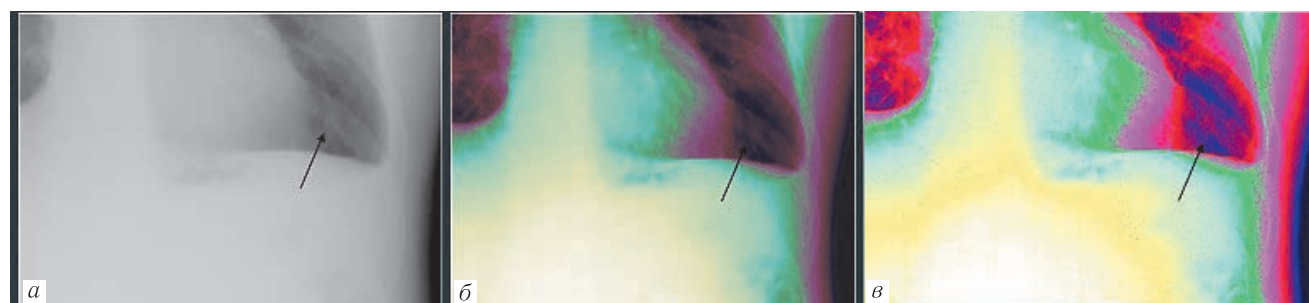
An example of highlighting the color of an airless section of lung infiltration. Child D, one day old, aspiration pneumonia of the upper lobe of the right lung as a result of aspiration of the newborn with infected amniotic fluid. On the color X-ray, the densified portion of the right lung (green, marked by an arrow) is clearly different in color from the symmetrical, airy portion (lilac)
